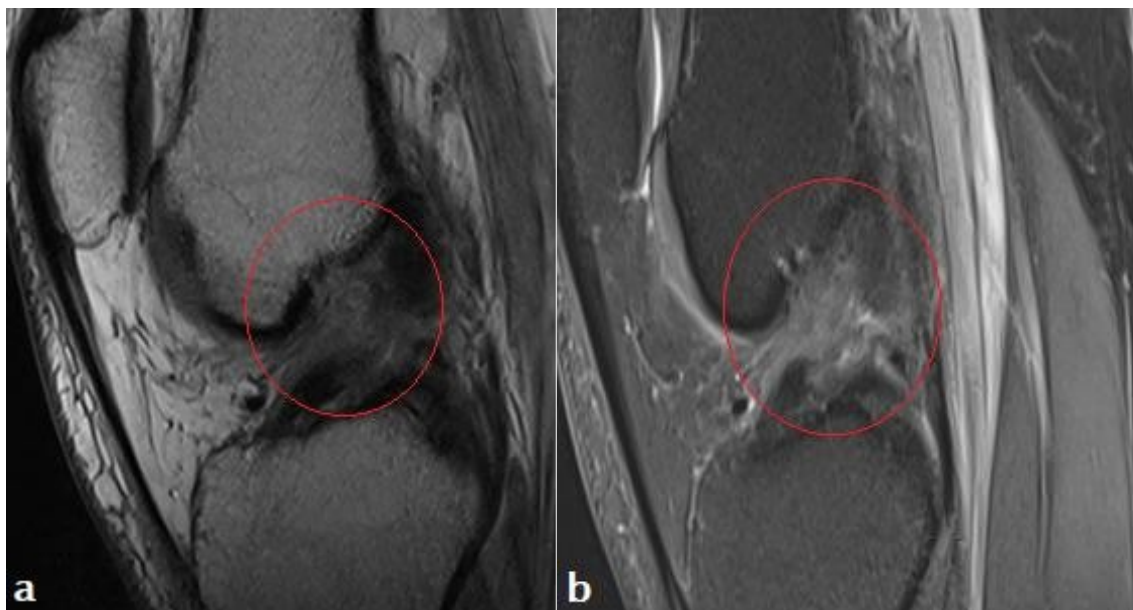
IRM Coupe sagittale séquence T1 et T2 DP FAT SAT
